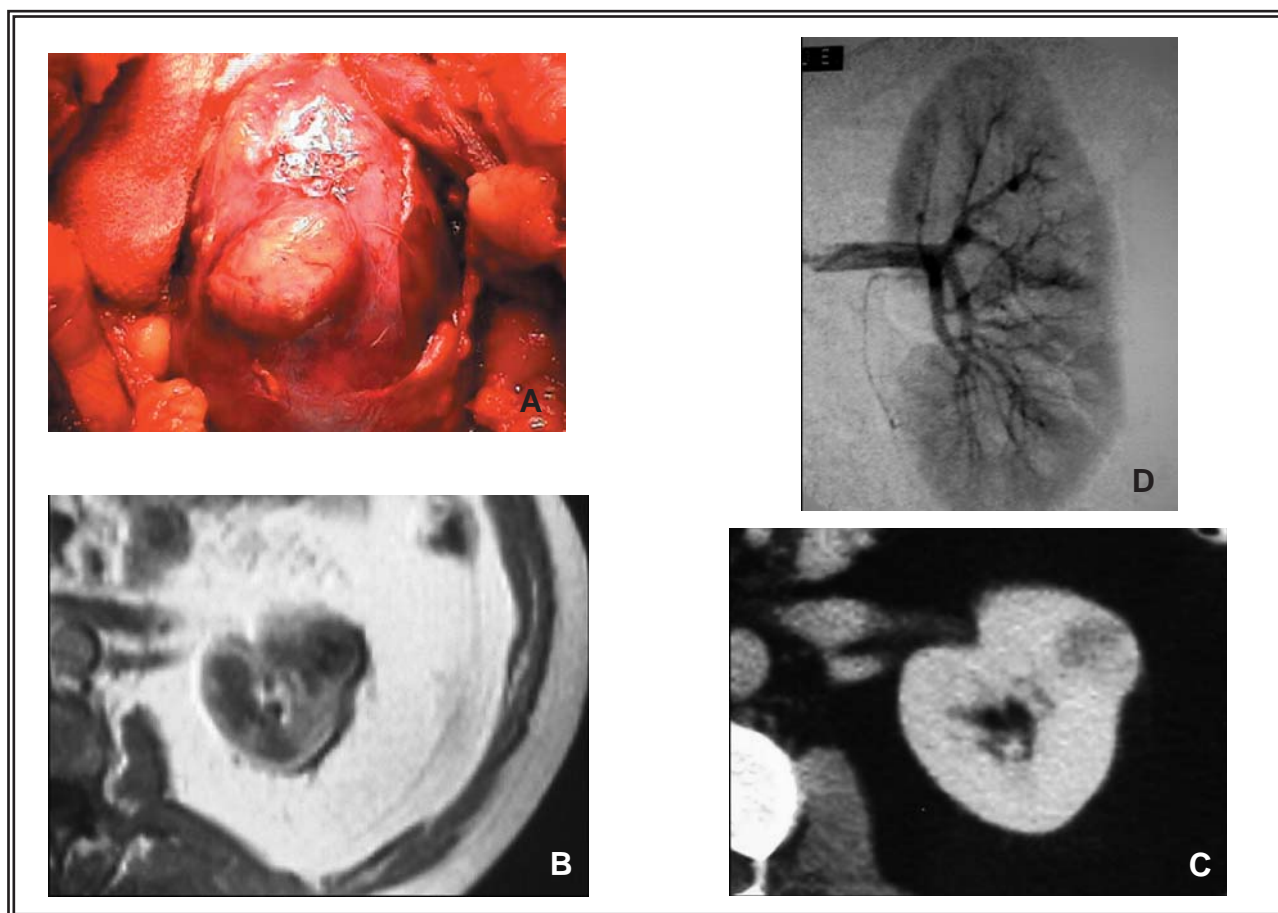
Tumor de 3 cm (a) que la RNM (b) y la TC (c) definen como tumor sólido y en la arteriografía (D) no se observa.
